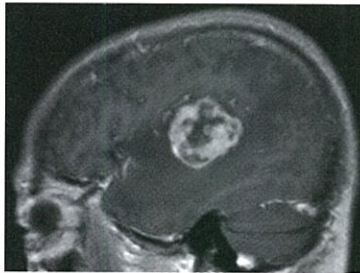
術前MRI: 左言語野近傍に腫瘍が認められる。
